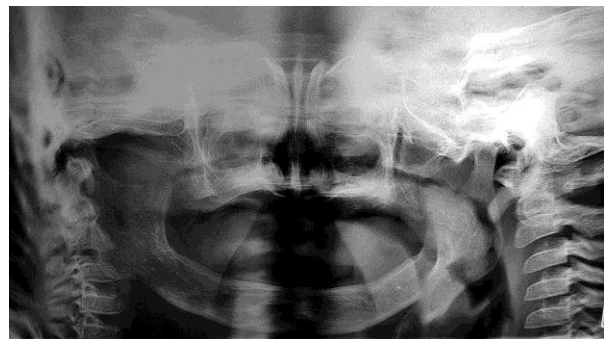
Ortopantomografía que demuestra la ausencia de gérmenes dentarios.
